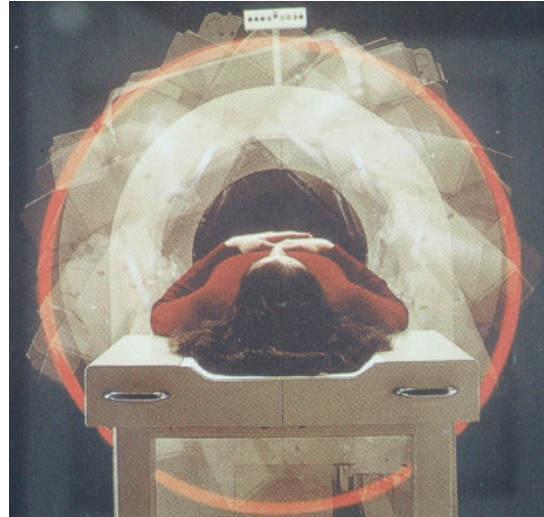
Darstellung der Funktionsweise einer nuklearmedizinischen Tomographie (SPECT)
